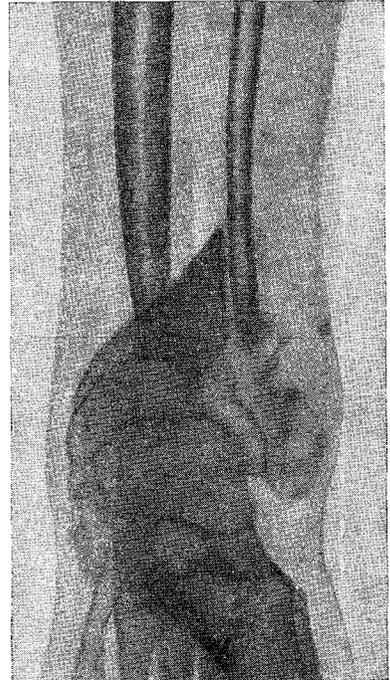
Фасный рентгеновский снимок левой голени той же больной
